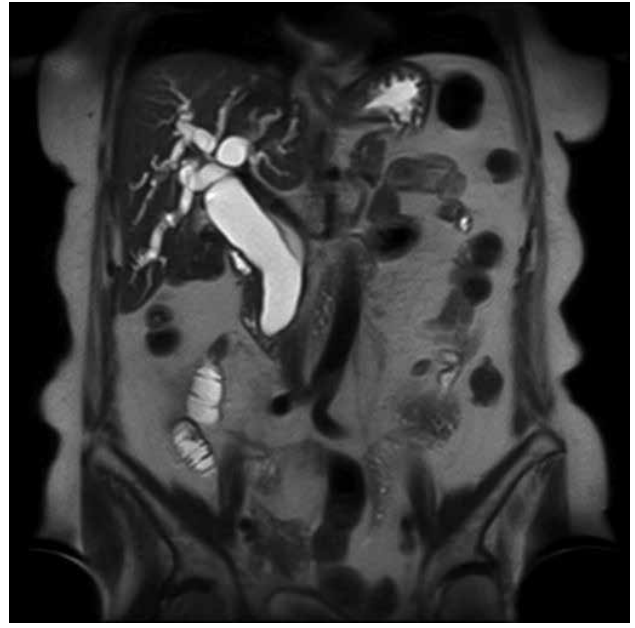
T2 hastecor. МРТ: ознаки внутрішньопечінкової та низької біліарної гіпертензії
